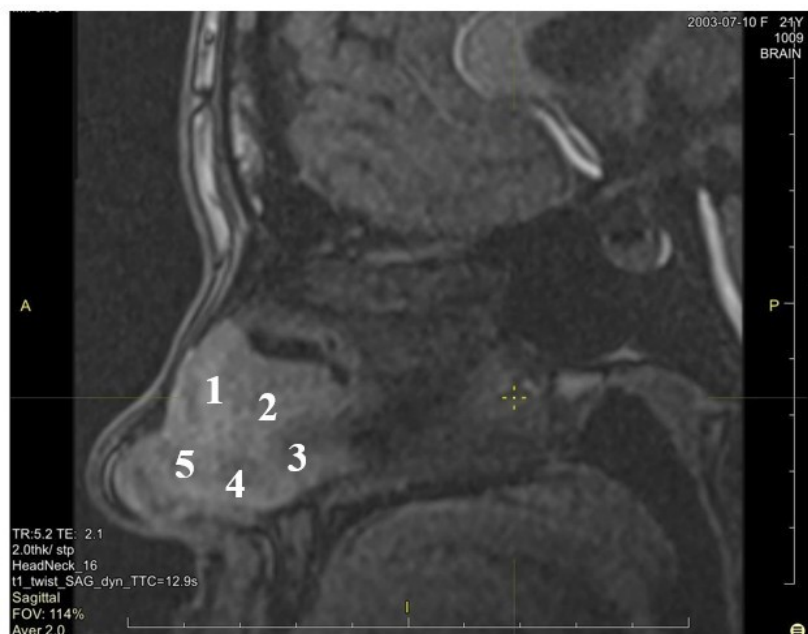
МРТ перфузия перегородки носа
